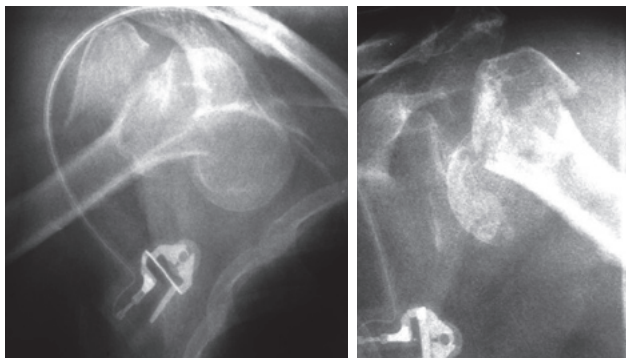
Рентгеновские снимки пациентки П. при поступлении. Отмечаются закрытый многооскольчатый перелом головки правой плечевой кости со смещением отломков, закрытый многооскольчатый перелом головки левой плечевой кости со смещением отломков
